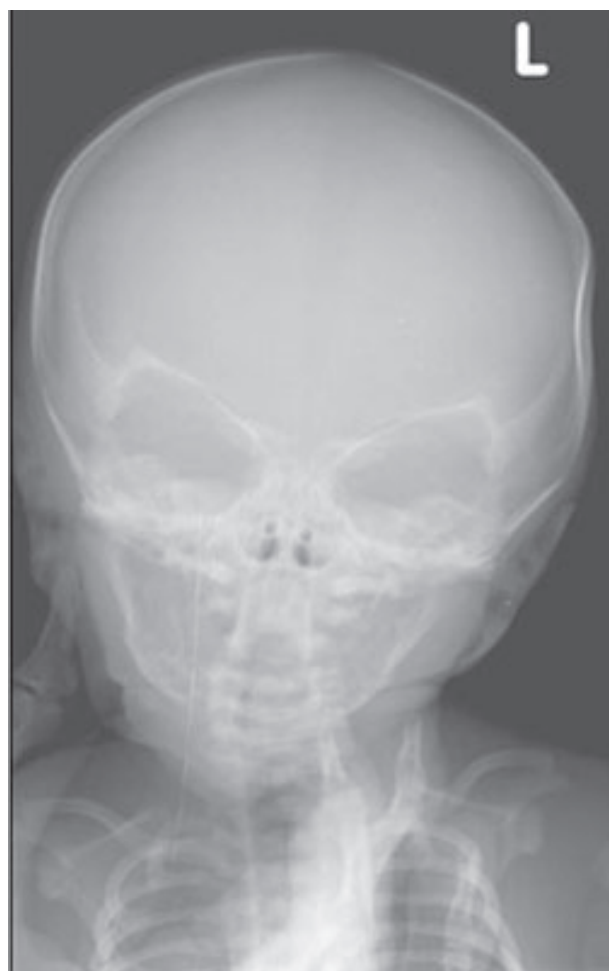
X-ray picture. (Skull X- ray in anteroposterior incidence)
